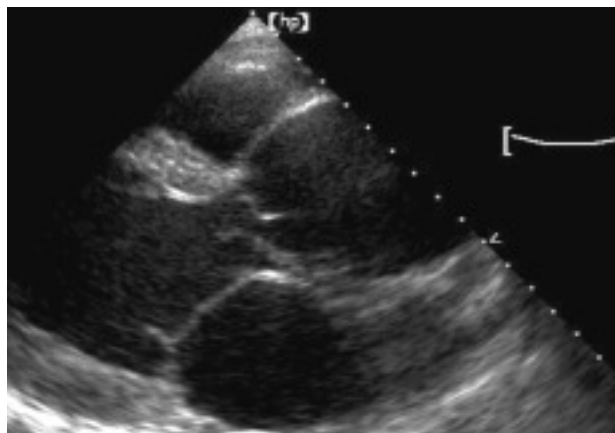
Ecocardiograma transtorácico donde en el plano paraesternal se visualiza un colgajo que prolapsa la cavidad ventricular, que es la etiología de la regurgitación aórtica del paciente.
